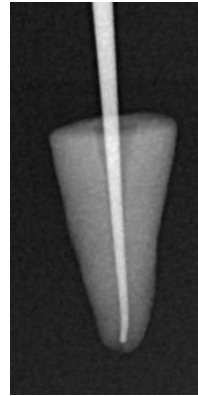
Radiografía de conometría con el sensor RVG CDR (FONA-USA)
